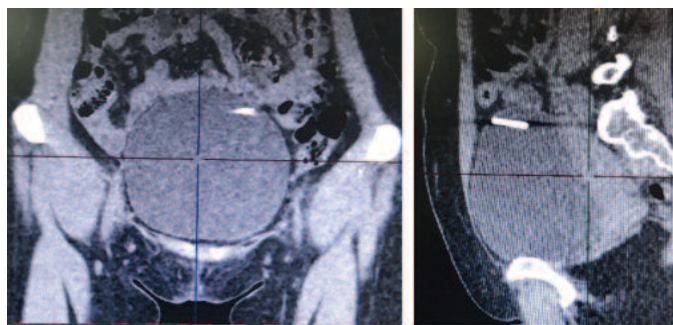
А, Б. МСКТ мочевого пузыря. Перфорация внутриматочной спиралью с медной обмоткой левой стенки пузыря, ближе к апексу по задней полуокружности
